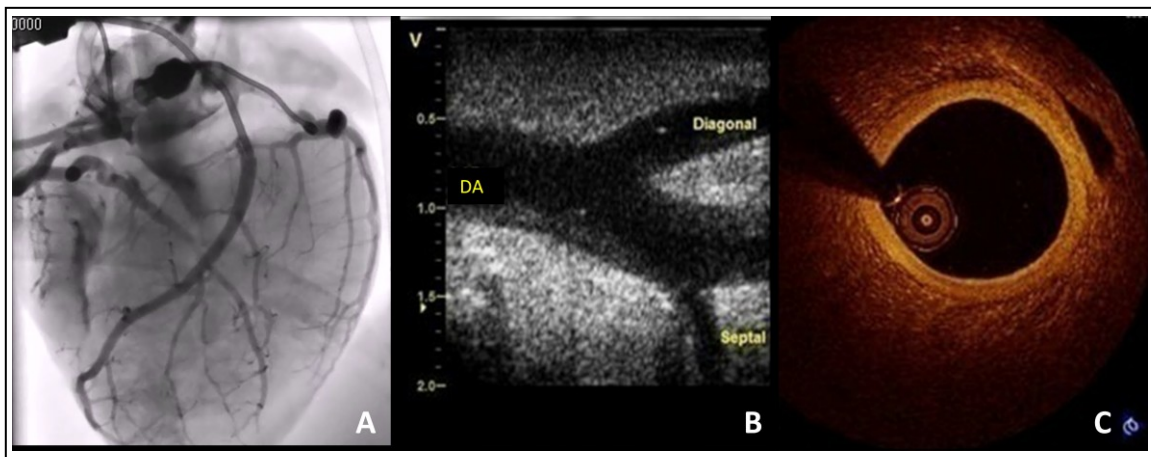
Angiografía coronaria (Panel A) de la matriz decelularizada mostrando el lecho vascular preservado, tanto vasos epicárdicos como ramos secundarios y terciarios. Ecocardiografía epicárdica. (Panel B) mostrando la integridad de la arteria descendente anterior (DA), su ramo diagonal y ramas septales. Tomografía de coherencia óptica (OCT) de la arteria descendente anterior (Panel C) mostrando las capas arteriales preservadas.
